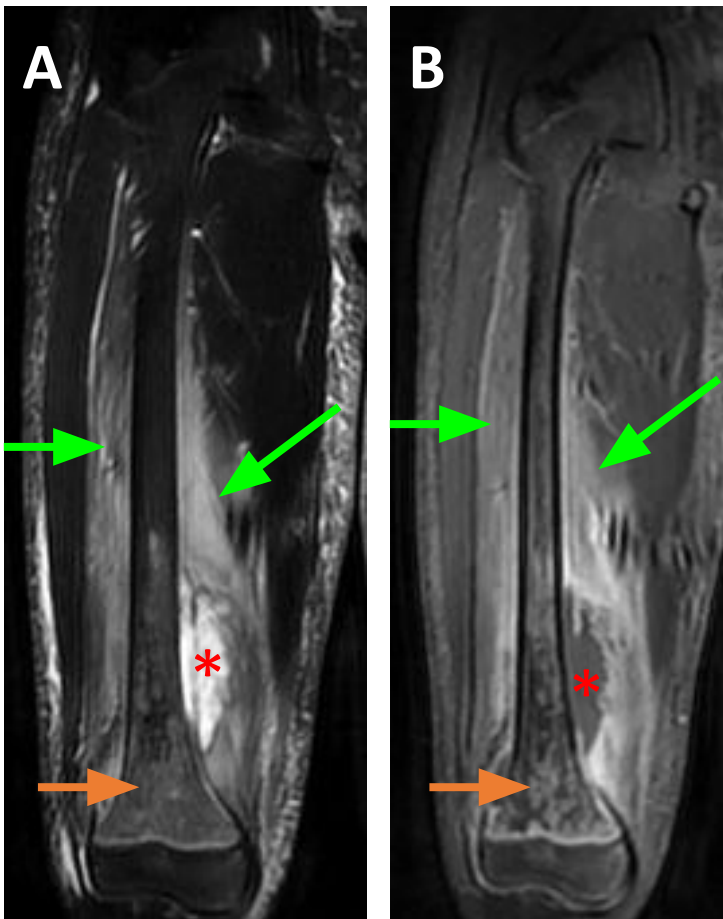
RM de extremidad inferior derecha.
